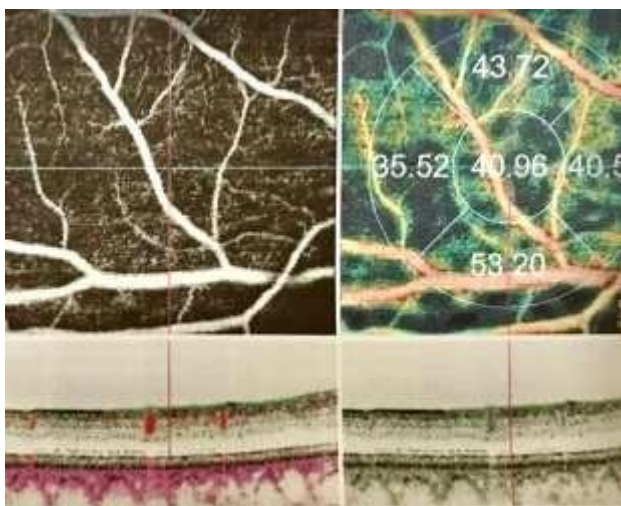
А) Результаты через 4 месяца после трансплантации: В динамике увеличение сосудистой плотности. Ватобразные очаги по нижней аркаде abs. Б) В динамике стабильно, зона снижения перфузии сохраняется.
